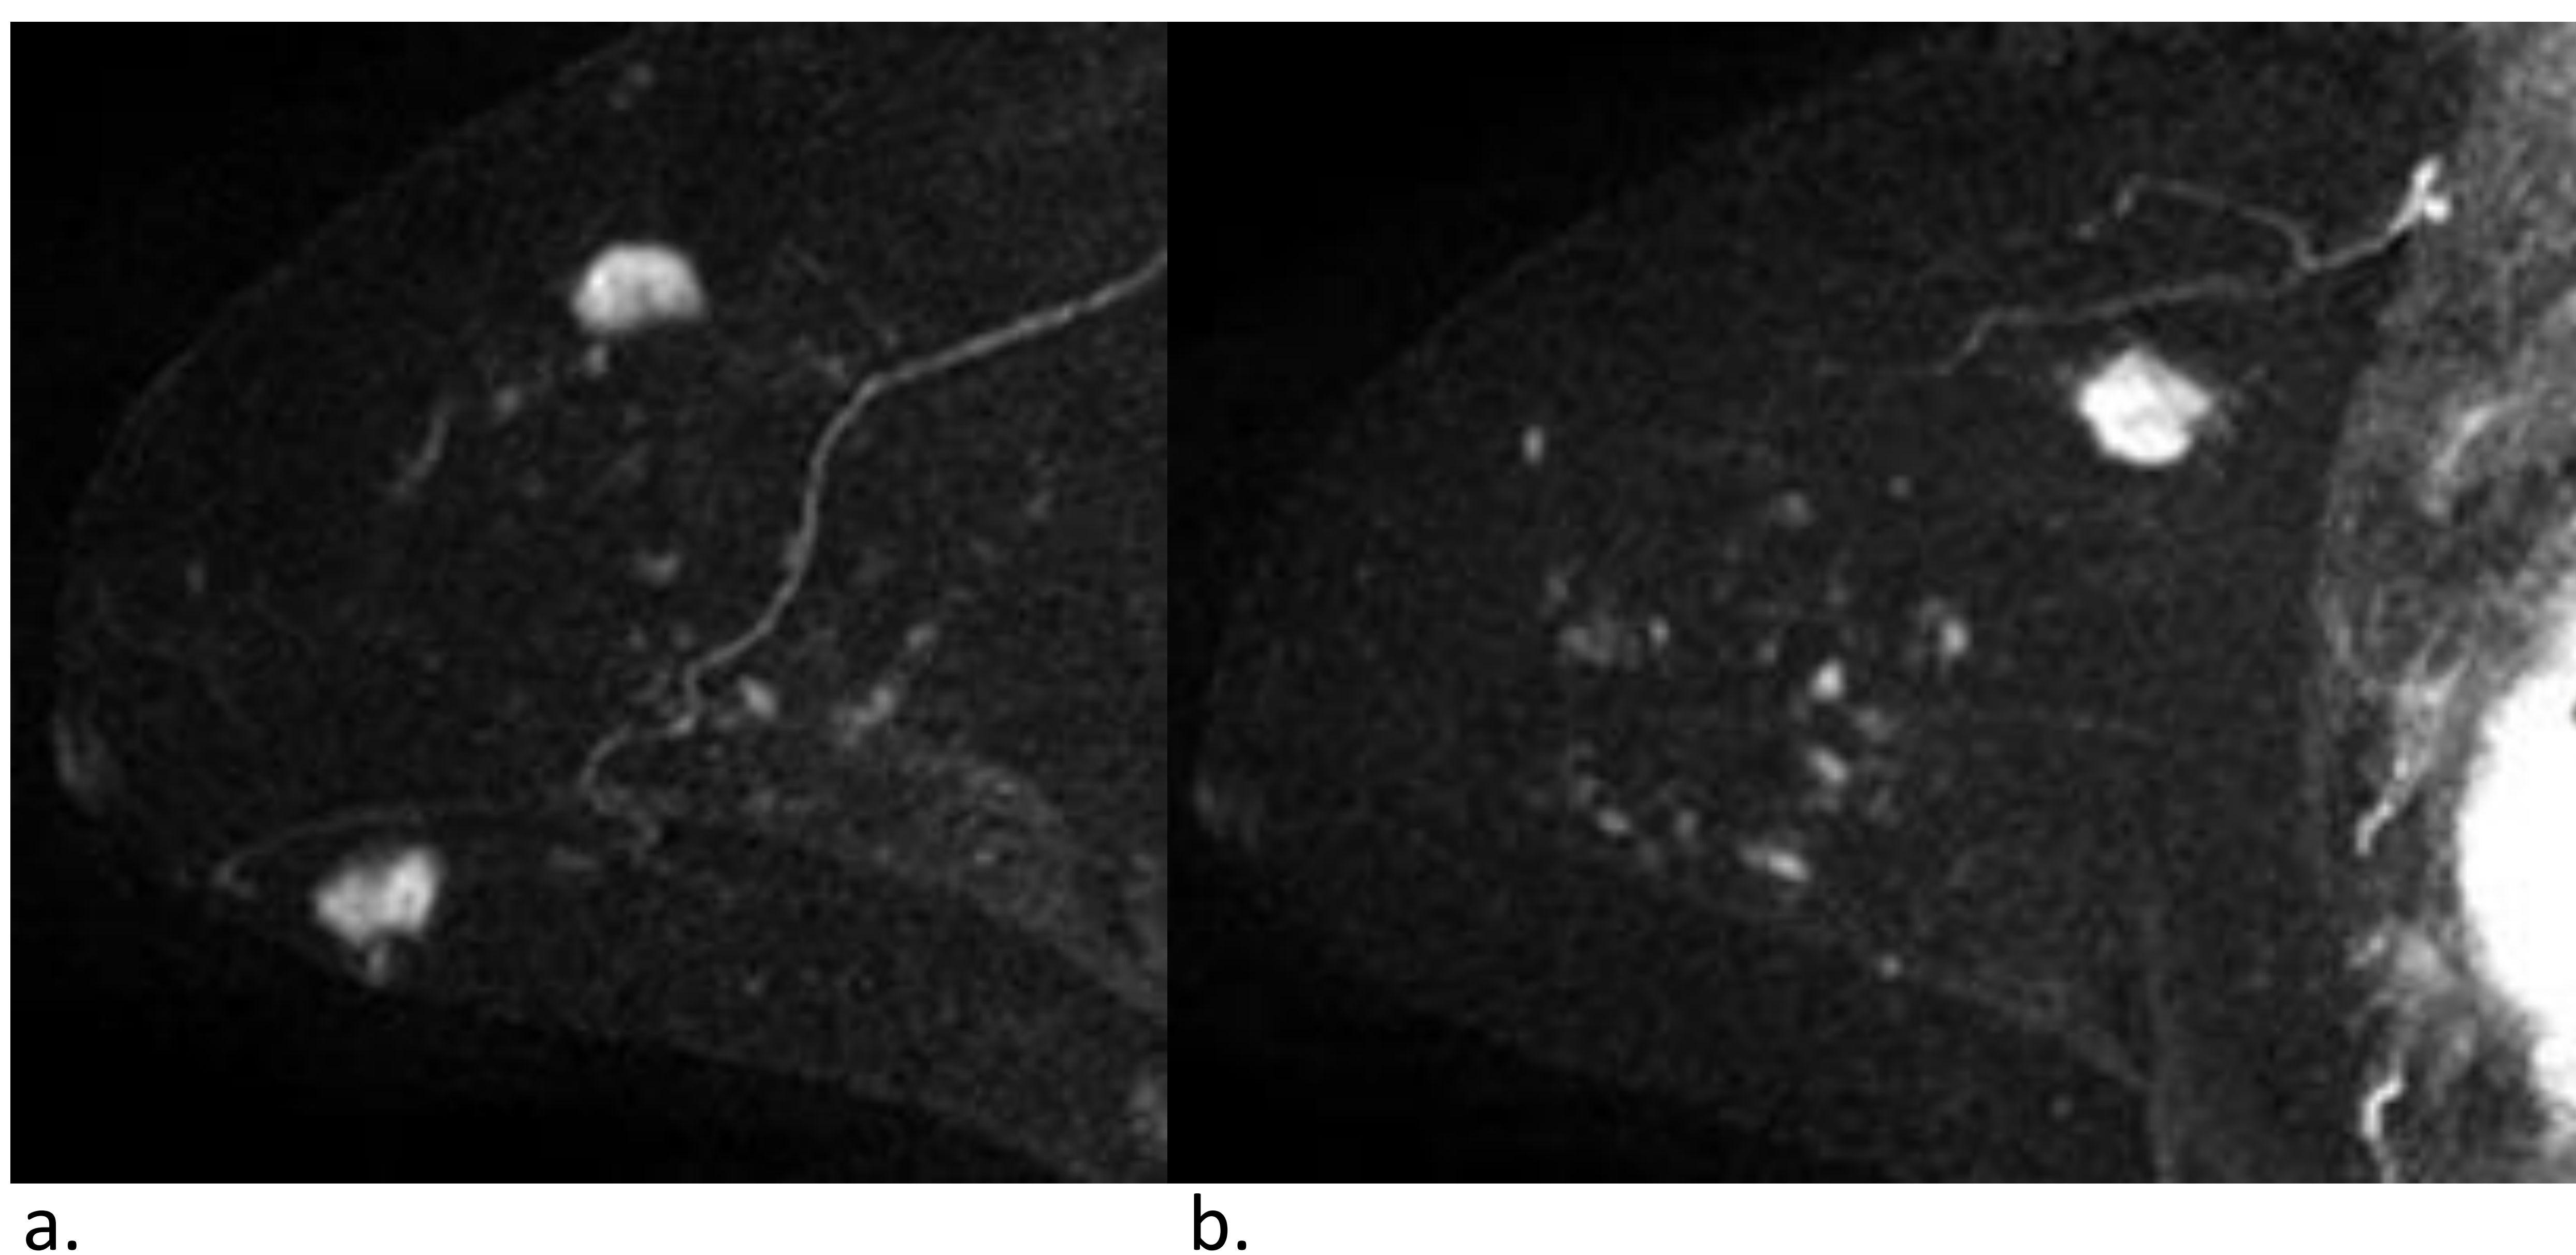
RM de mama. Nódulos irregulares difusos con realce interno heterogéneo y curva dinámica persistente. (a) y (b) MIP. (c) secuencia en T1, (d) perfusión y (e) curva dinámica.
